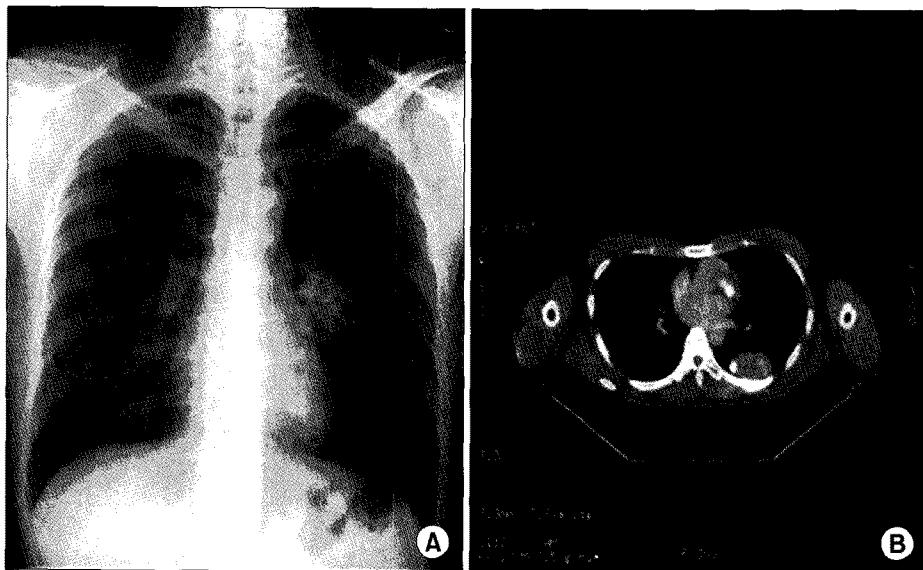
(A) Preoperative chest PA shows well demarcated nodule in left hilar area. (B) Preoperative PET scan reveal significant FDG uptake in pulmonary metastatic lesion.
